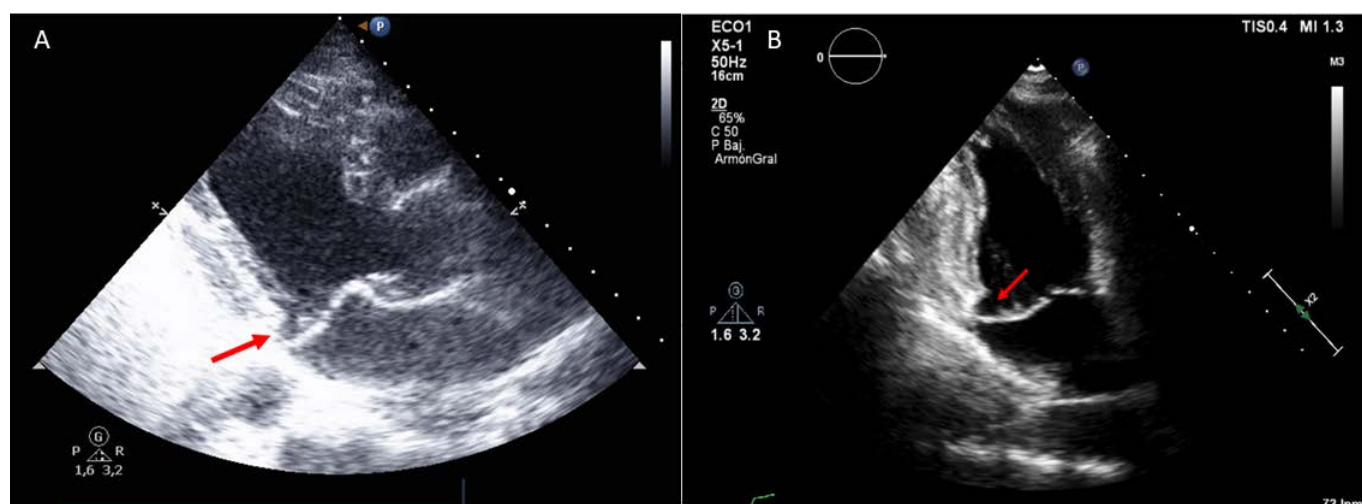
A) Ecocardiograma planos paraesternal eje largo y B) apical 2 cámaras en los que se aprecia una válvula mitral mixomatosa, con disyunción del anillo mitral (flecha roja).
